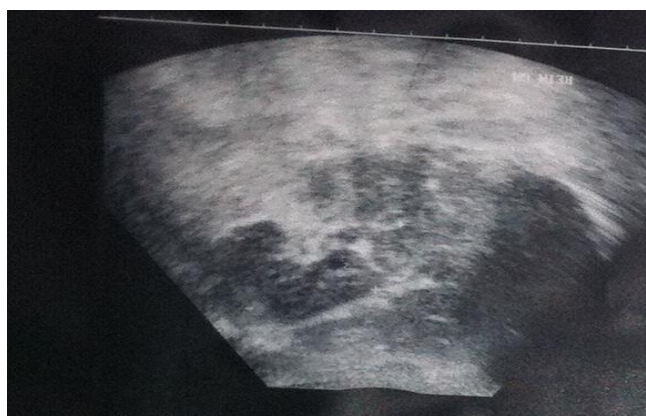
échographie abdominale montrant une masse surrénalienne avec des micro calcifications.
